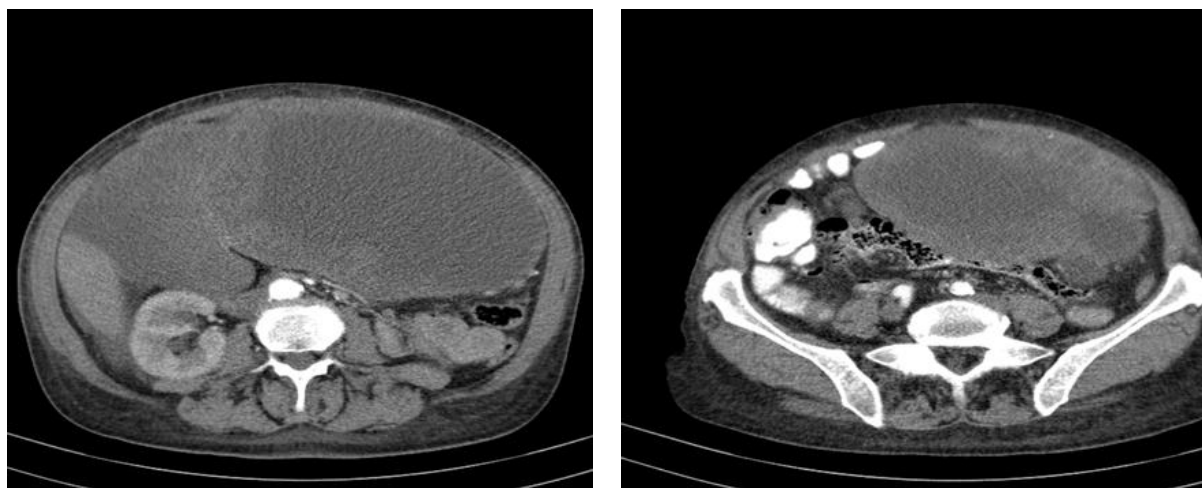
Aspect CT în momentul diagnosticării– Polul inferior al formațiunii chistice din lobul stâng ajunge până în pelvis (14/18/18,5 cm) și dislocă posterior colonul transvers și intestinul subțire spre fosa iliacă dreaptă
